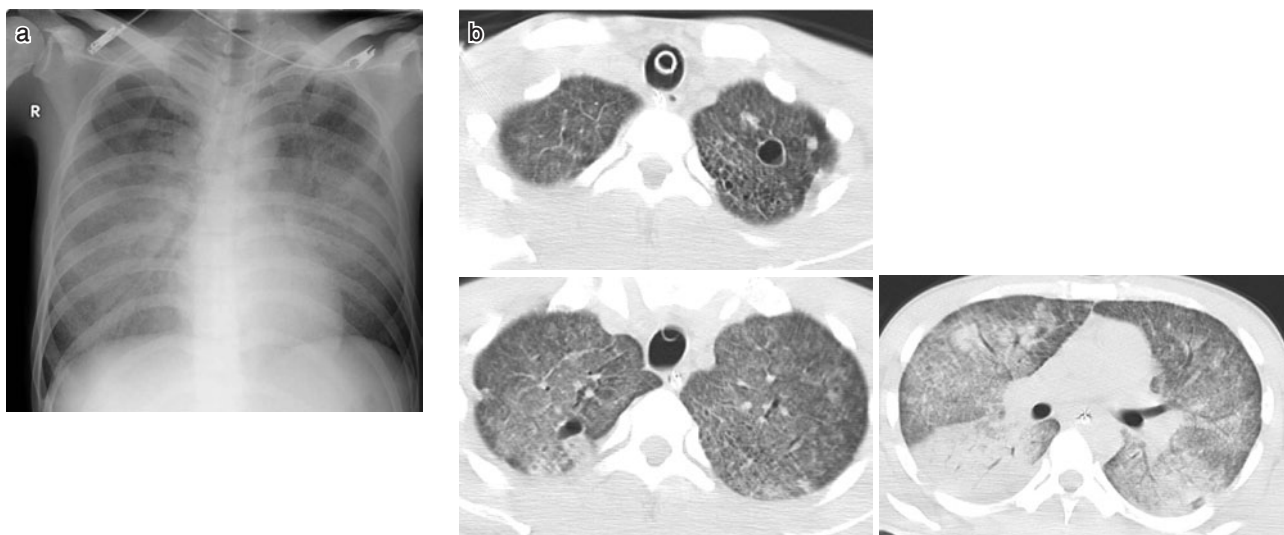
(a) Chest X-ray film on admission showing pulmonary infiltration in bilateral lung fields. (b) Chest CT on admission showing bilateral diffuse ground-glass opacities, but disseminated nodules were unclear. Small cysts were found in both upper lung fields.
